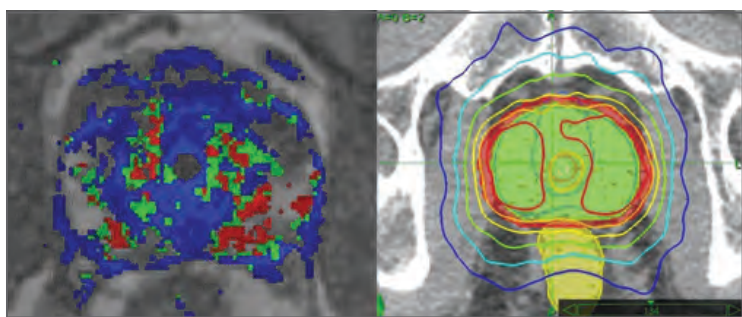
Illustrazione di sinistra: Immagine MRI dinamica di perfusione della prostata. La perfusione anomala di gadolinio, colorata in rosso, mostra lesioni intraprostatiche dominanti (DIL) bilaterali. Illustrazione di destra: Piano isodose con IMRT Robotica con boost intraprostatici contemporanei (Rx = 7,000 cGy/28 fx); le regioni DIL coincidono con le zone intraprostatiche di dose escalation (rosso = 8400 cGy; arancione = 7700 cGy; giallo = 7000 cGy (dose prescritta); verde = 6000 cGy; turchese = 5000 cGy; blu = 4000 cGy).
